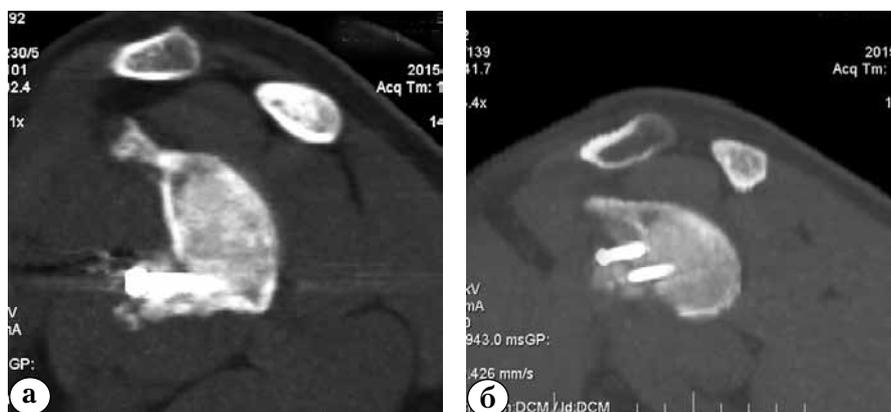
Расположение костного блока трансплантата на КТ в аксиальной плоскости: а – корректное расположение костного блока, оцененное по методу круга; угол отклонения оси винта составляет 18°; б – латерализованное расположение костного блока
